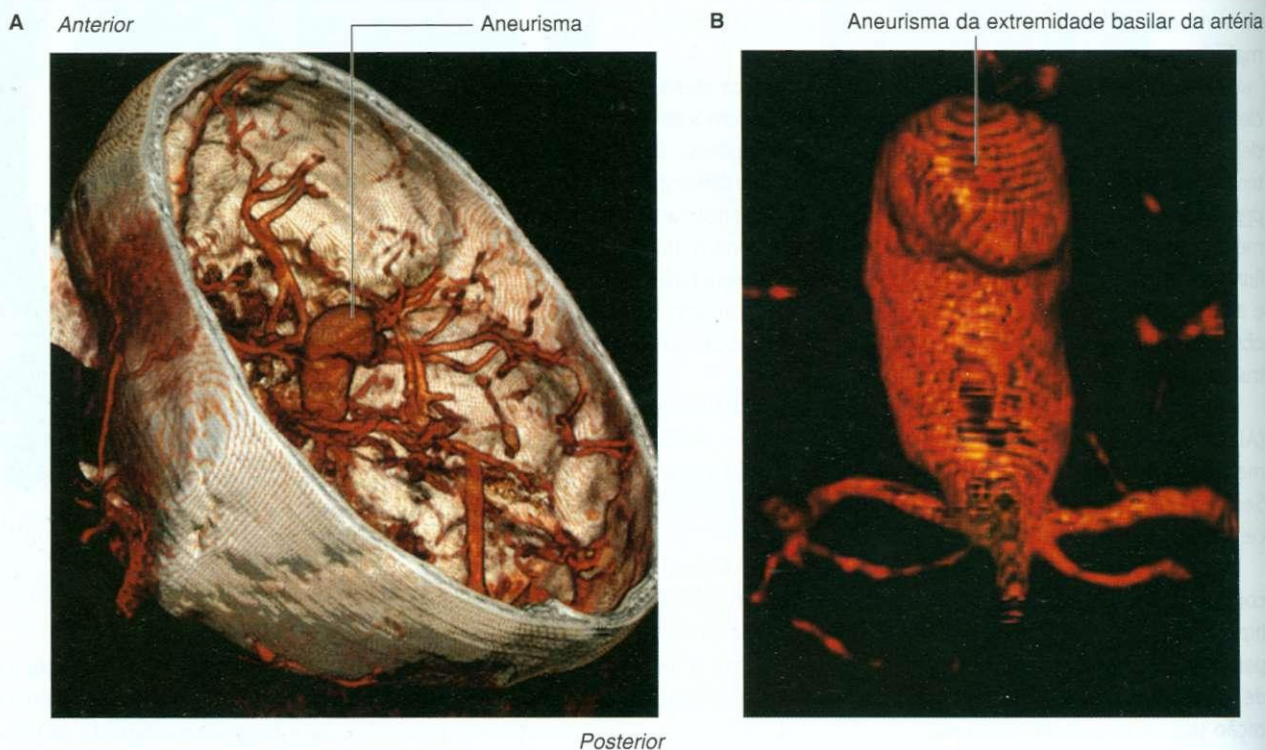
Aneurisma da extremidade basilar. A. TC craniana tridimensional. B. Vista ampliada de aneurisma.
